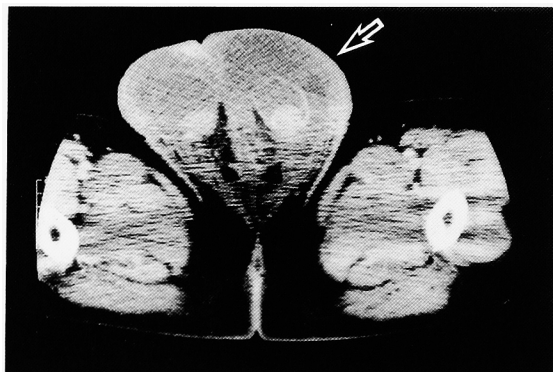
Contrast enhancement CT showed markedly thickened scrotal skin and small hydrocele.
